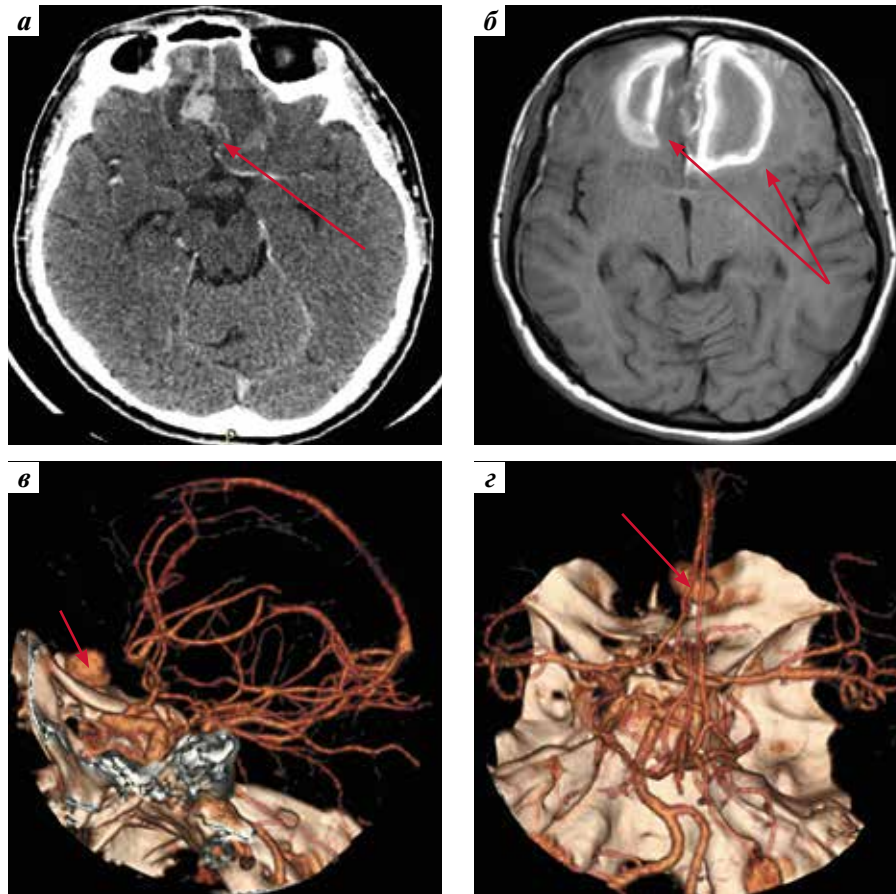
Нейровизуализационное исследование головного мозга пациентки Ш. при поступлении (на 5-е сутки от начала субарахноидального кровоизлияния): а – компьютерная томография, аксиальная проекция. Кровоизлияние в проекции межполушарной щели и лобных долей (стрелка); б – магнитно-резонансная томография в T1-режиме. Внутримозговые гематомы правой и левой лобной долей в подострой стадии (стрелка); в, г – компьютерная ангиография, трехмерная реконструкция, вид слева (в), сверху и сзади (г). Аневризма правой фронтополярной артерии (стрелка)
